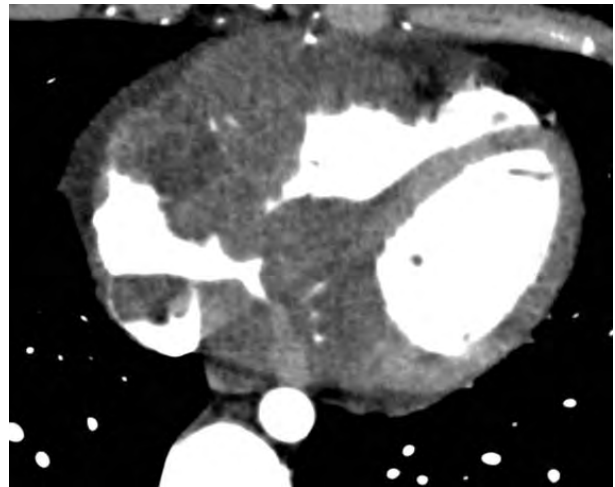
Мультидетекторна комп'ютерна томографія. Визначається пухлинна маса, яка субтотально заповнює передню стінку ПШ і по передсердно-шлуночковій борозні поширюється на праве передсердя.
